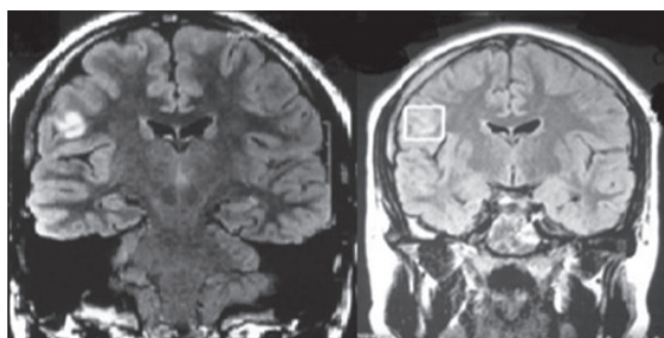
Sequência FLAIR, cortes coronais demonstrando hipersinal na topografia do giro pré-central direito.
